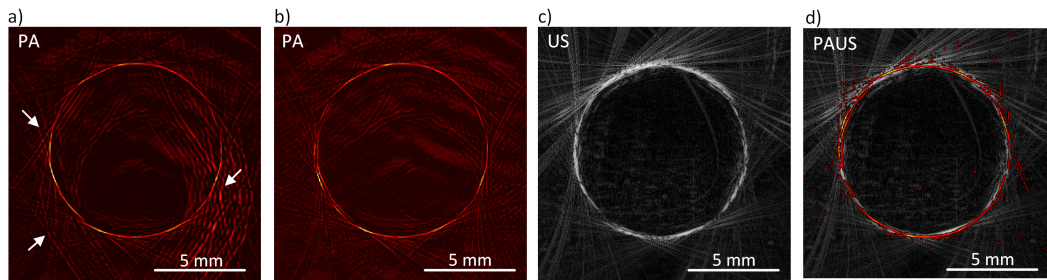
Tomographische Rekonstruktionen eines Zylinder-Phantoms definierten Durchmessers. Nach der Sobel-Filterung konnten Artefakte im Bild (a) entfernt werden (b). Das akustische Bild (c) konnte schließlich mit dem photoakustischen Bild überlagert werden (d). Die Ergebnisse lieferten die Kontrolle dafür, dass die PAUS-Bildgebung durch das ausgelegte System erfolgreich umgesetzt wurde.
